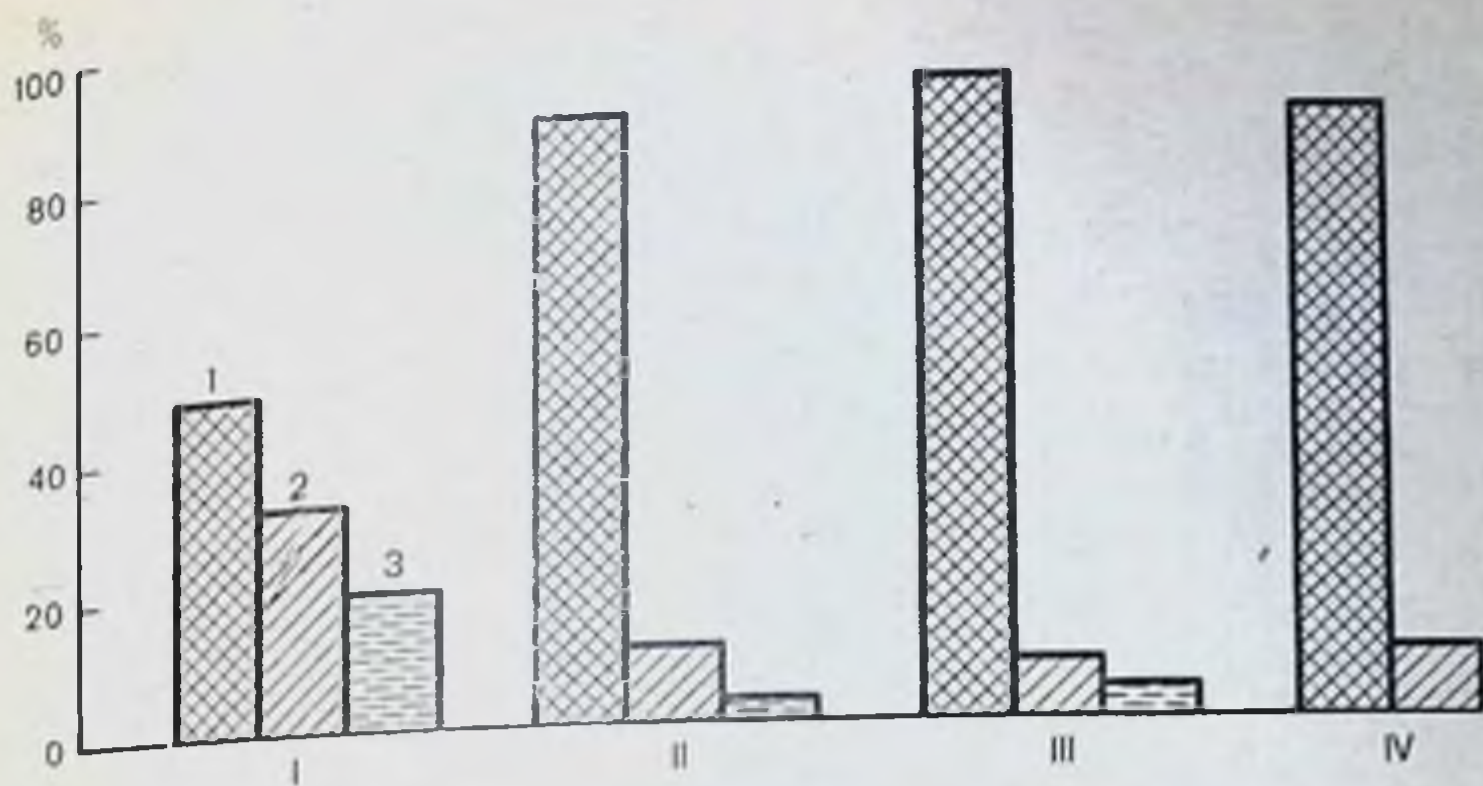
Динамика изменений относительной плотности мочи (ОПМ) у больных с гемотрансфузионными осложнениями в различные периоды заболевания (в процентах к числу обследованных).
